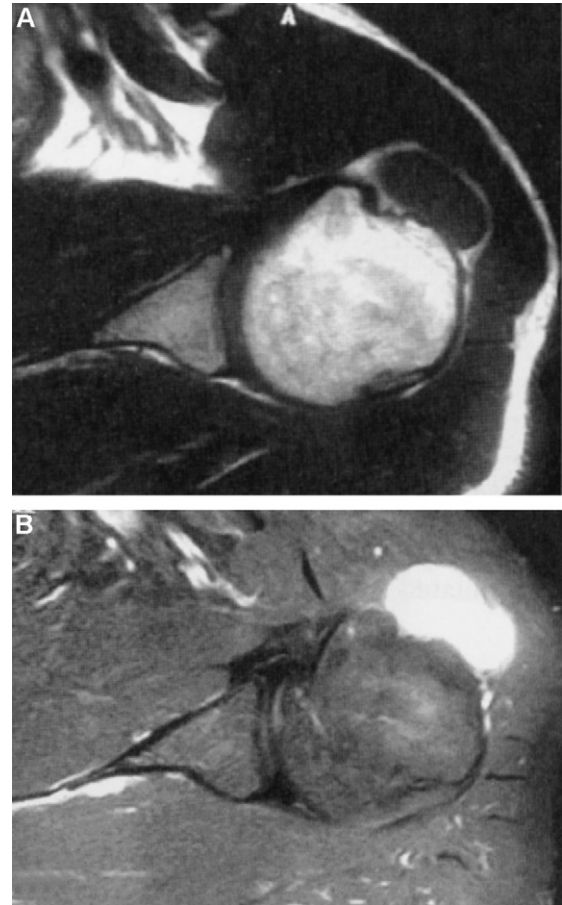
Schwannome de l'épaule gauche (nerf sensitif). IRM en pondération T1 sans, puis avec injection de gadolinium. Schwannoma in the left shoulder (sensitive nerve). T1-weighted MRI and then with gadolinium injection.
